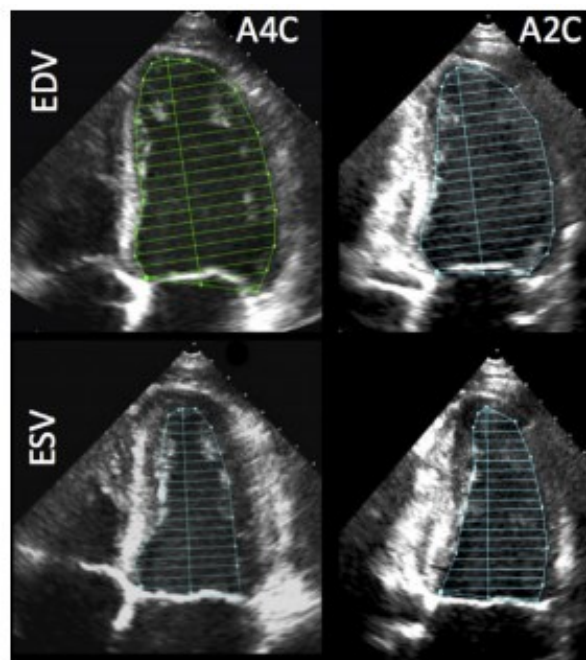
Medidas del VTDVI y VTSVI en plano apical 4 y 2 cámaras. A4C: apical 4 cámaras, A2C: apical 2 cámaras, EDV: volumen telediastólico, ESV: volumen telesistólico (170).
